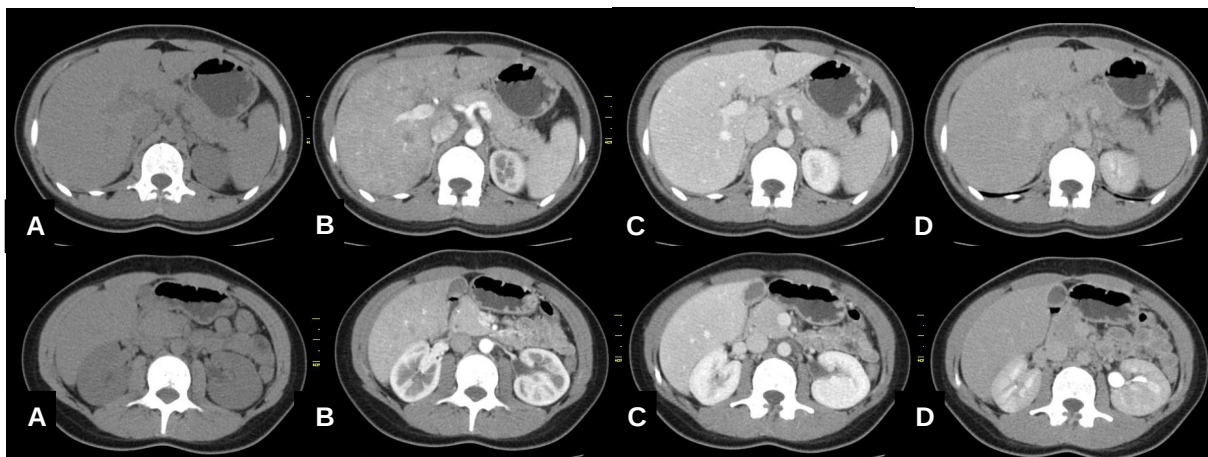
Tomografia do abdome padrão com colimação e 3 mm, com fase pré-contraste (A), arterial tardia (B), portal (C) e equilíbrio (D).
